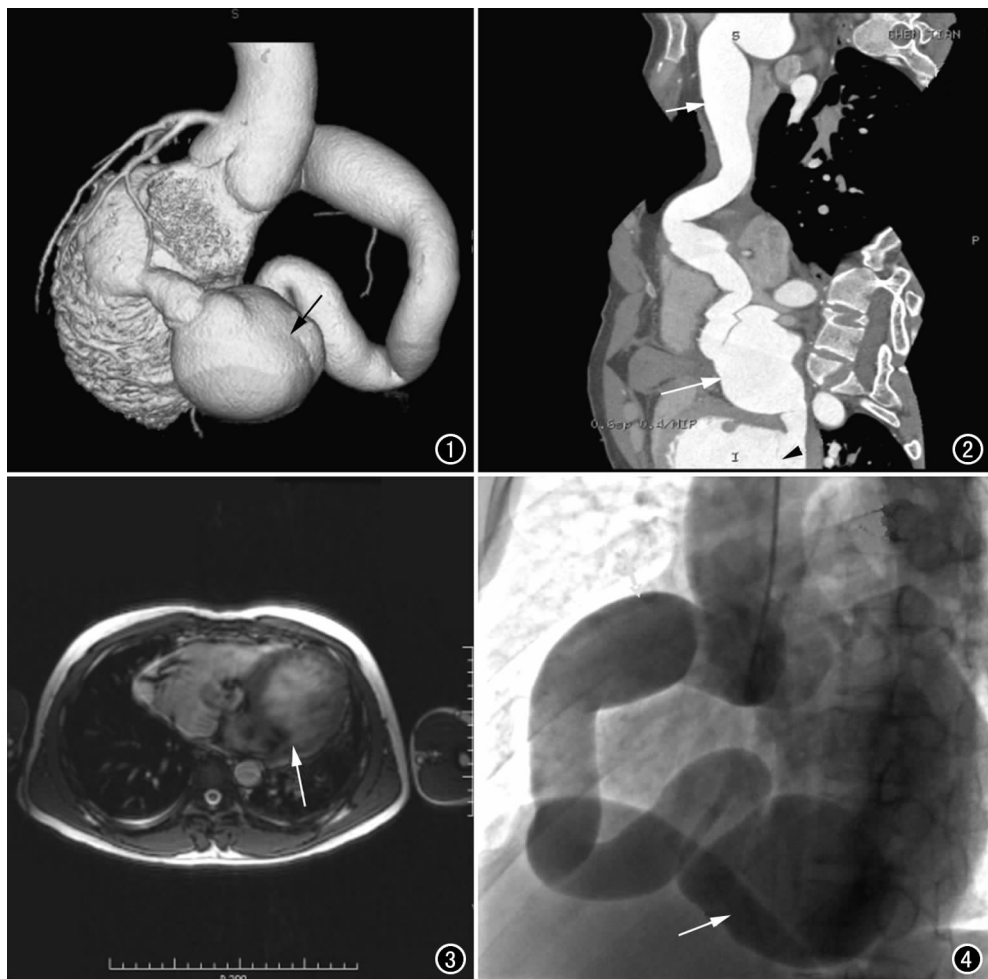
CT VR 示右冠状动脉明显增粗,近瘘口处扩张形成动脉瘤(箭),右冠状动脉与左心室相通。图 2 曲面重组图像示右冠状动脉全程。右冠状动脉(短箭)增粗,近瘘口处形成动脉瘤(长箭),汇入左心室(箭头)。图 3 MRI 快速平衡稳态进动序列示左心室瘘口,并可见湍流信号(箭)。图 4 DSA 示右冠状动脉明显增粗,远段见动脉瘤(箭)形成。
